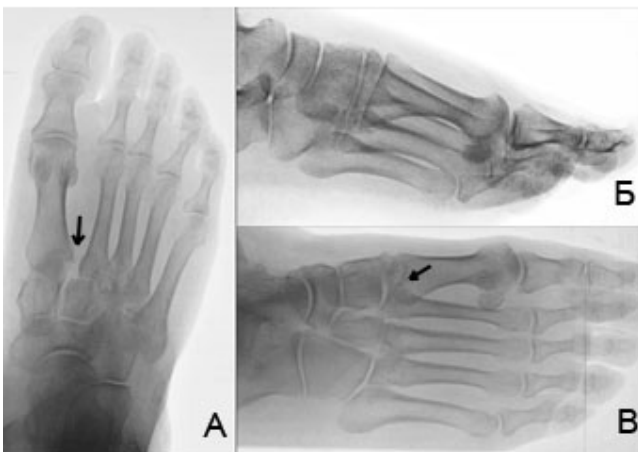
Рентгенологическая диагностика повреждений сустава Лисфранка: А – прямая проекция; Б – боковая проекция; В – косая проекция
